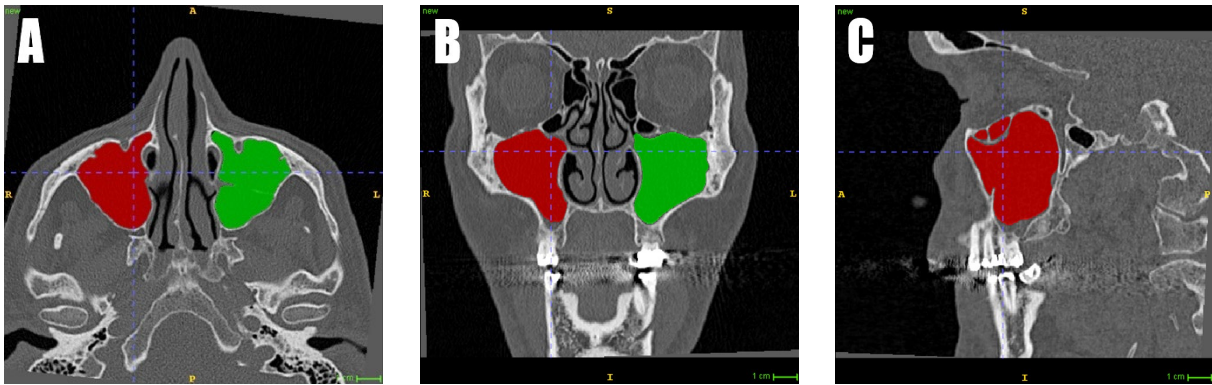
CT-Aufnahme mit nicht dislozierter, isolierter Jochbogenfraktur rechts in (A) axialer, (B) koronaler und (C) sagittaler Ansicht dargestellt mit beidseitig gemessenen Volumen (rot und grün)
